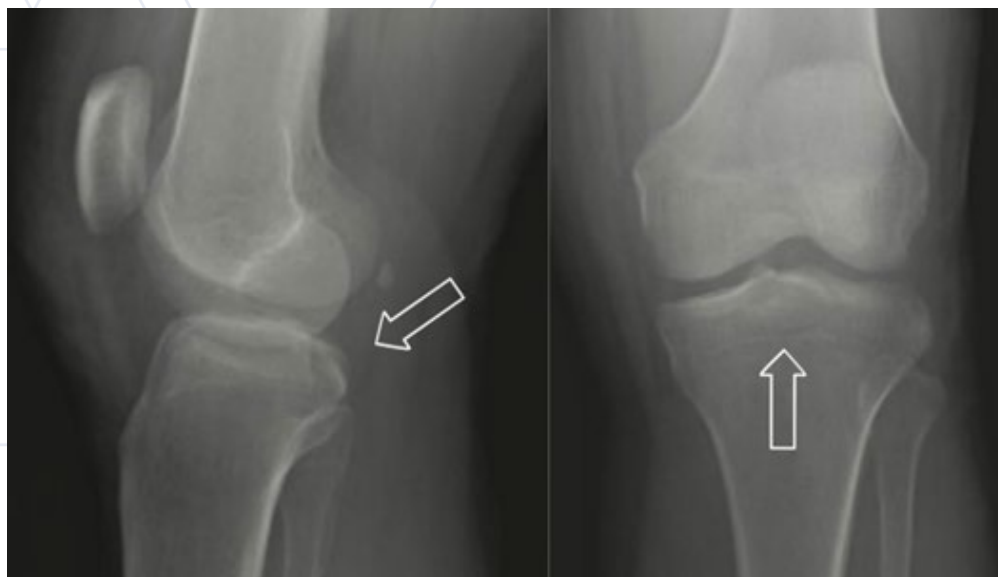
Radiografías AP y lateral de la rodilla.
